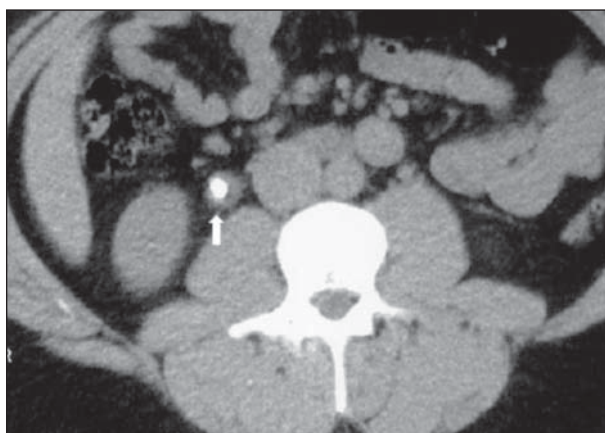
Edema da parede ureteral. Cortes axiais de TC sem contraste. O halo tecidual (seta) que envolve este cálculo no terço ureteral médio pode ser visto neste caso.
